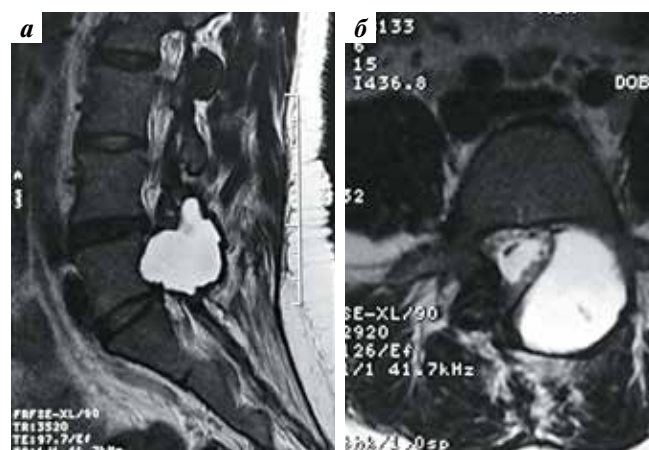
Предоперационная магнитно-резонансная томография поясничного отдела позвоночника в T2-режиме, сагиттальный (а) и аксиальный (б) срезы
